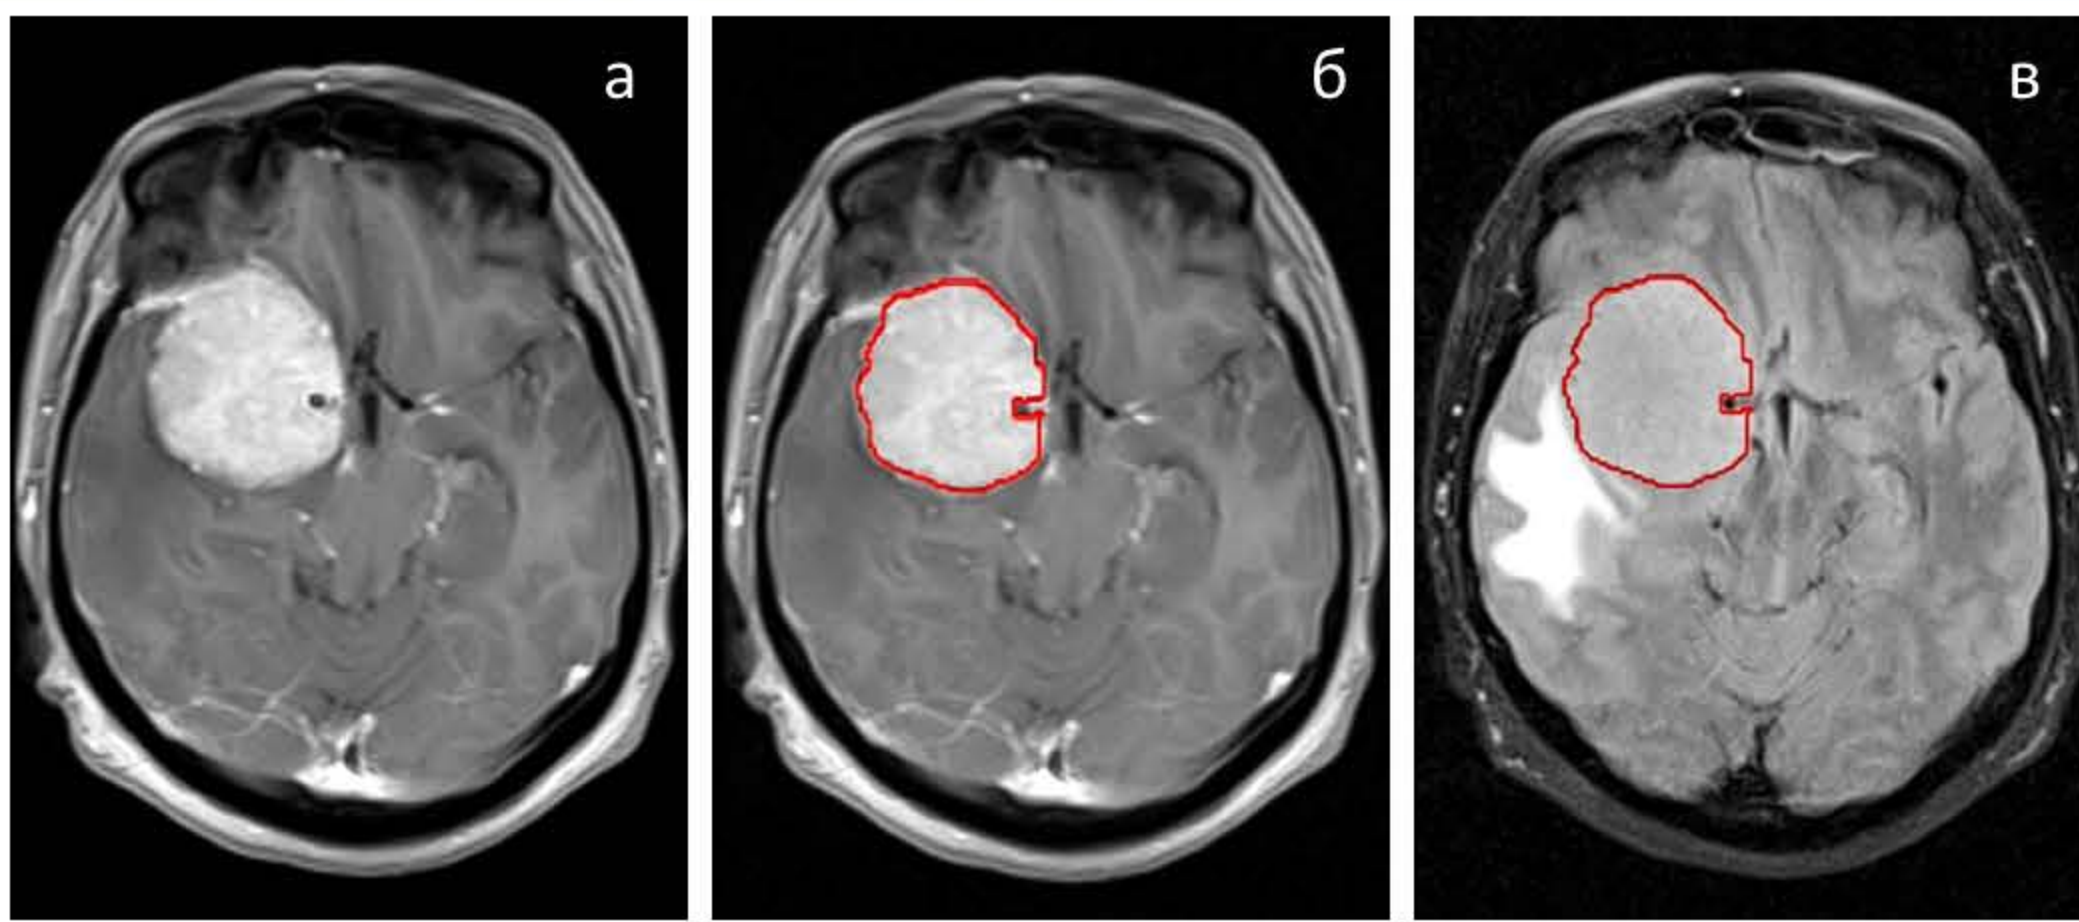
Этапы сегментации опухоли. а – T1 CE, б – сегментированная опухоль на T1 CE, в – интерполяция маски сегментации на изображения прочих типов взвешенности (в примере FLAIR).
